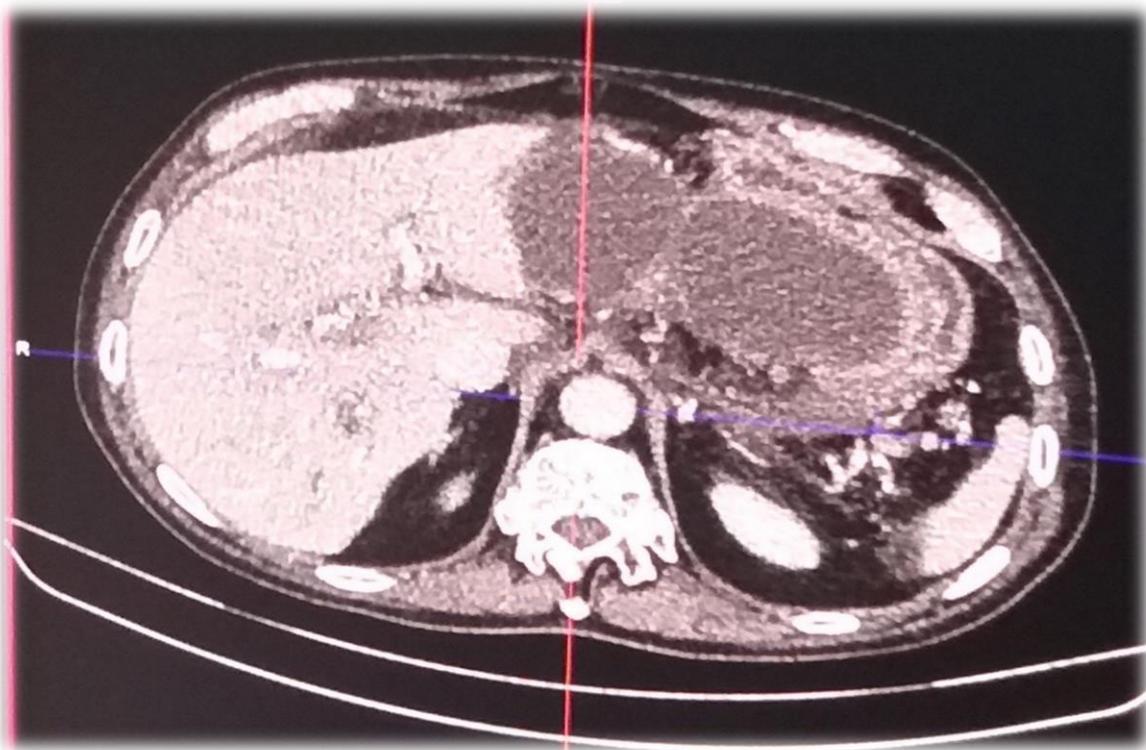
Corte coronal de tomografía abdominal donde se observa pseudoquiste pancreático de gran tamaño, que comprime y desplaza el estómago, hígado, ocasionado por efecto de masa.
